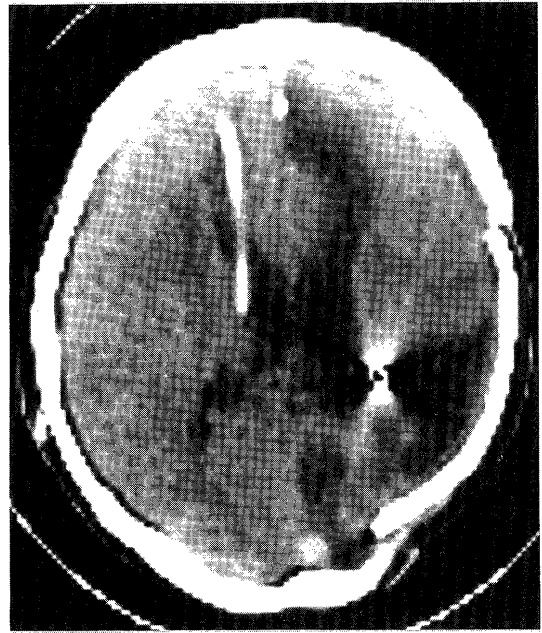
CT scan 3 months after surgery for tension pneumocephalus. Intracranial air has disappeared but the porencephaly-like change remains in the right frontal lobe.
